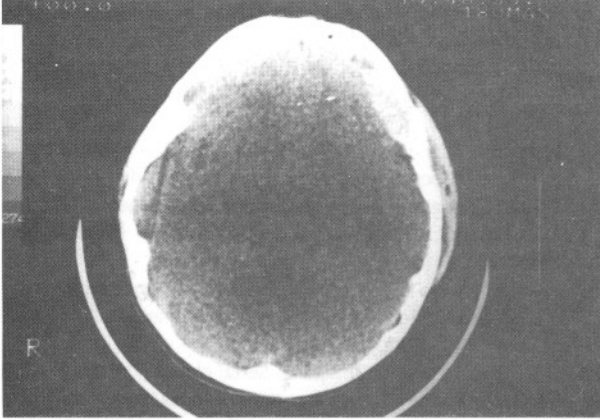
A,B,C : Vaka 14'ün BT de sol frontal EDH'un volüm ve dansitesinde azalma görülmekte.
